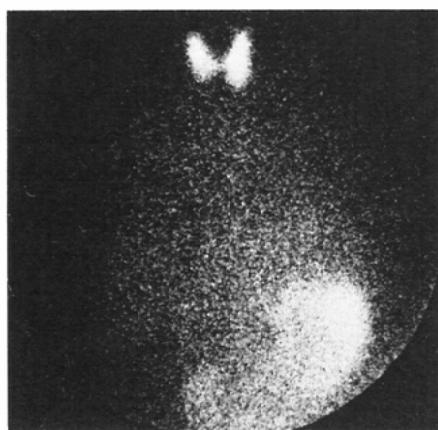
<sup>123</sup>I scintigraphy of a 14-year-old girl before (left) and after (right) total thyroidectomy. She had a nodule in the right lobe of the thyroid and total thyroidectomy with cervical node dissection was performed. Note marked uptake of <sup>123</sup>I in both lungs after total thyroidectomy. Also seen is the physiological visualization of the stomach.
